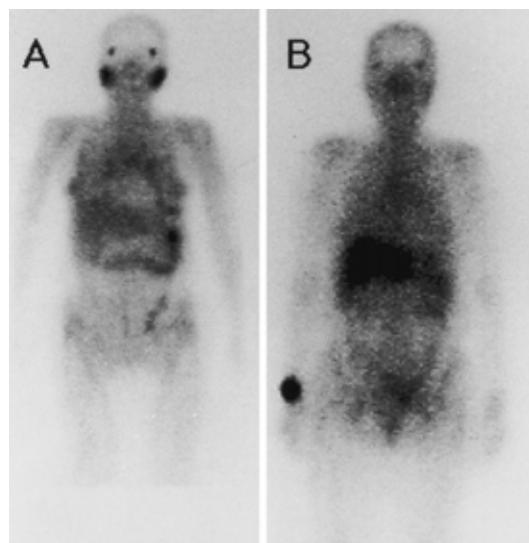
Ga-scintigram obtained during the acute phase of the disease, showing notable accumulations in the right and left parotid glands, orbita, mediastinum, hilum of the lungs, and lung fields (A) These accumulations were reduced after steroid therapy (B)
